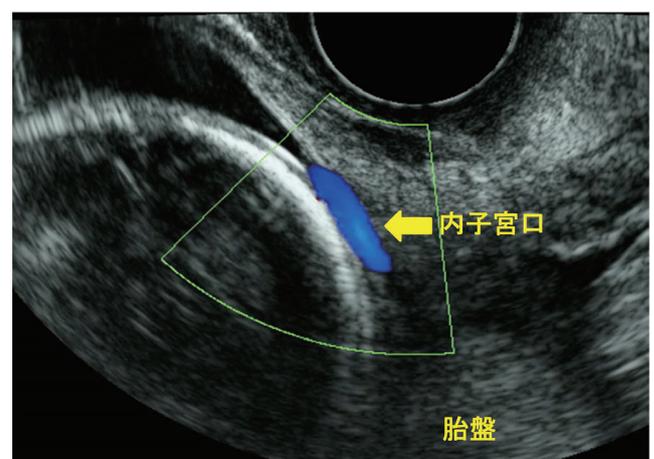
症例2 妊娠22週 経陰超音波検査(カラードブラ法)
